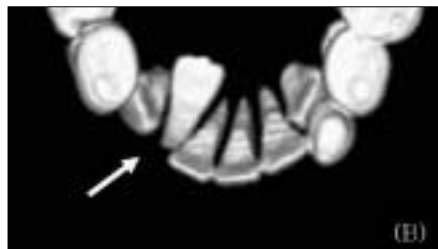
3D dental CT view before treatment (arrow : lower lateral incisors). (A): view from bottom, (B): occlusal view, (C): frontal view. There was no sign of dilaceration and resorption of the root.
